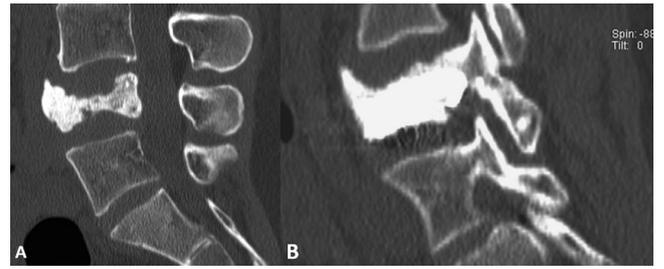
Patient porteur d'une lésion hyperalgique L3 dans un contexte de cancer du sein. A. TDM en reconstruction sagittale montrant une lésion sclérotique avec affaissement du corps vertébral. B. TDM en reconstruction sagittale après vertébroplastie montrant un remplissage satisfaisant de la vertèbre et une restitution partielle de la hauteur du corps.
